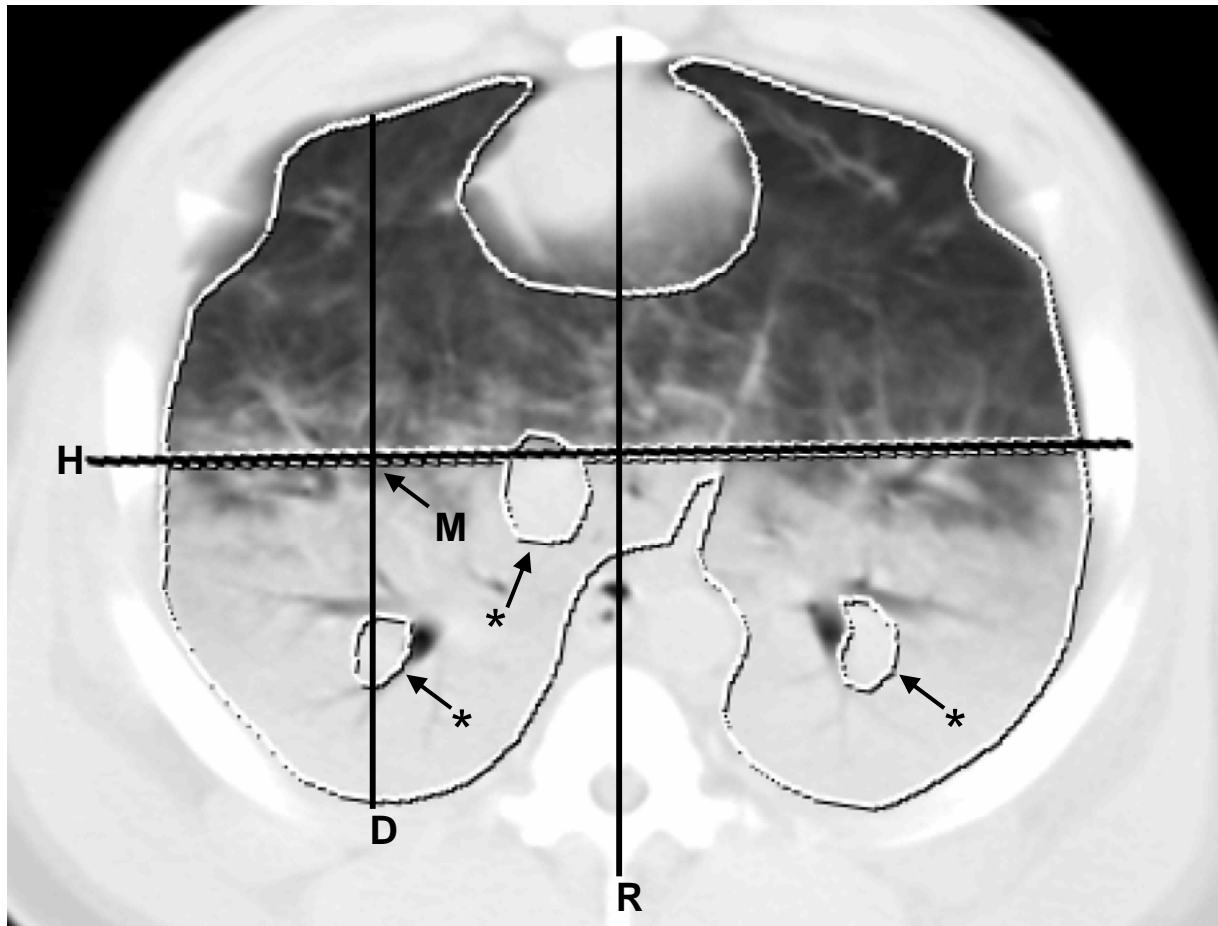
Markierung der CT-Bilder zur weiteren Analyse
